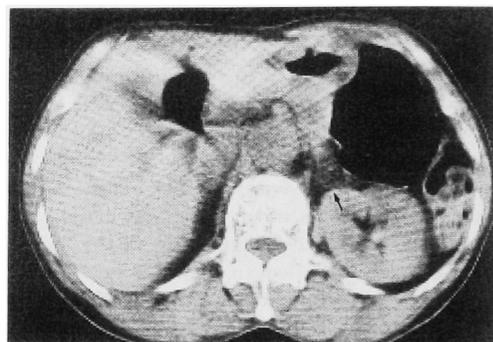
症例4のCT スキャン。左副腎に low density の2個の腫瘍を認めた (矢印)。
